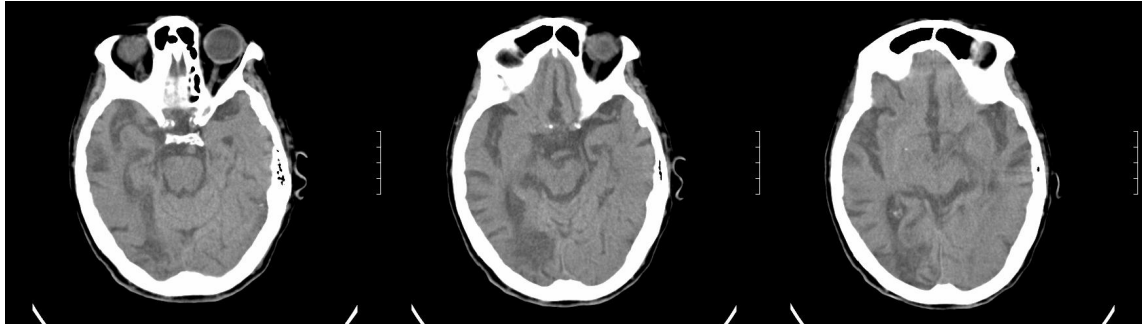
TAC-CE realizada no Serviço de Urgência.
